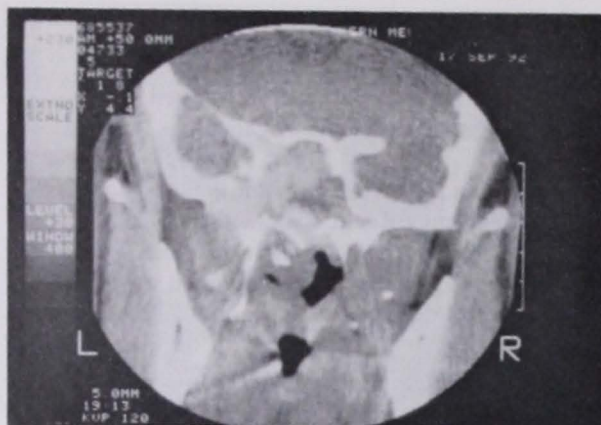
A preoperative coronal CT of Patient #2 showing sphenoid sinus bone expansion and hyper attenuation
